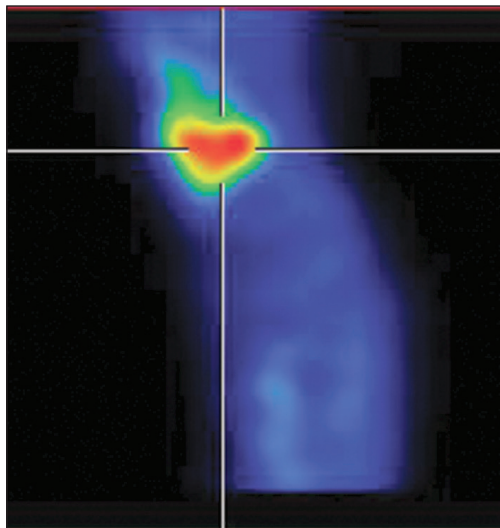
(vpravo) SPECT BP levého kolenního kloubu v časné fázi v sagitálním řezu – zvýšený krevní pool v oblasti synovie.
